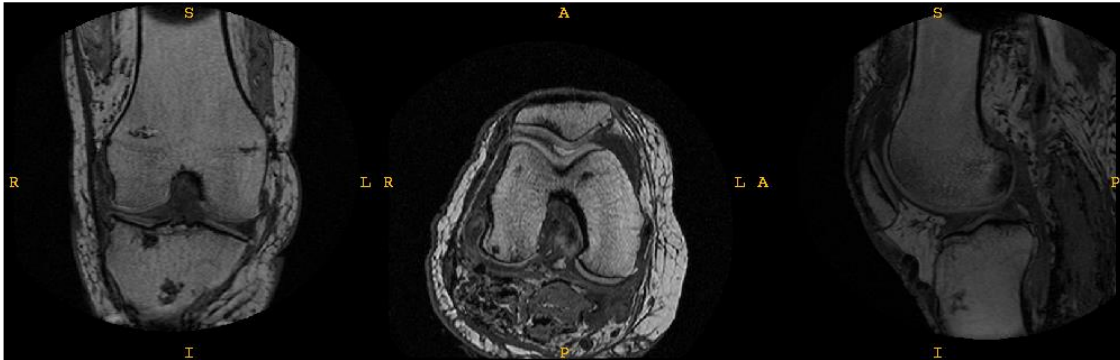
Imagens de RM nos planos Coronal, Transversal e Sagital.
